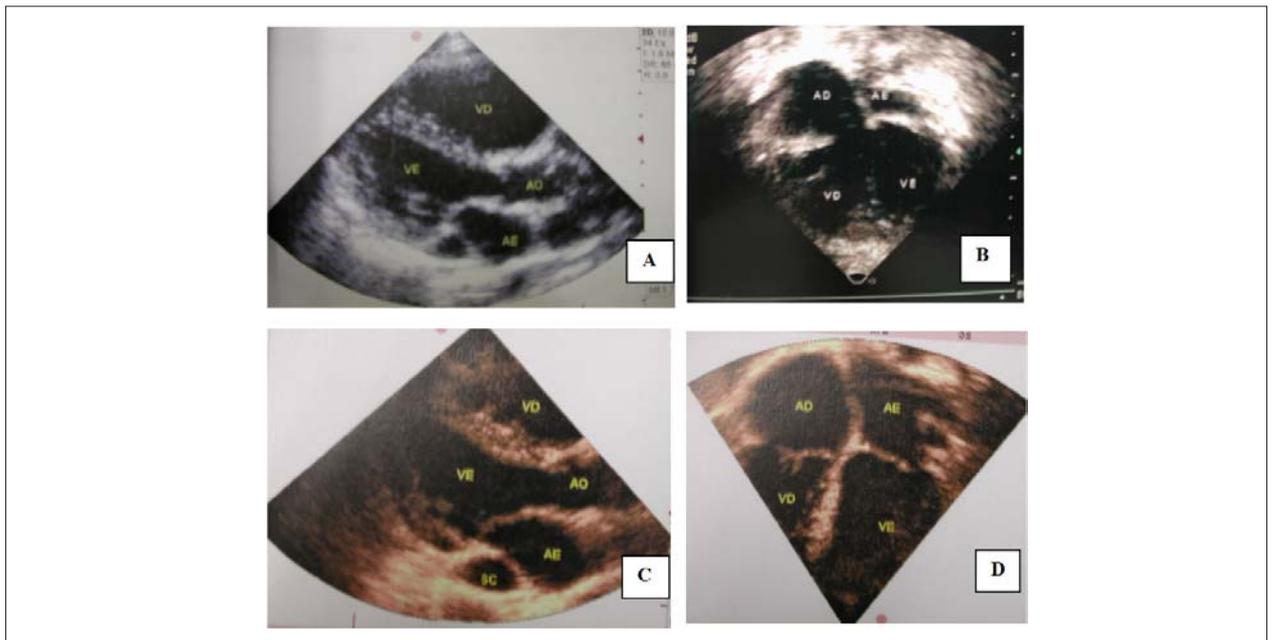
O ecocardiograma mostra aumento das cavidades direitas e diminuição das esquerdas, principalmente do átrio esquerdo, em período pré-operatório em corte longitudinal paraesternal em A e em corte apical de quatro câmaras em B. Salienta-se nas imagens em C e D, oito meses após a operação, regularização das cavidades. AD - átrio direito, AE - átrio esquerdo, Ao - aorta, SC - seio coronário, VD - ventrículo direito, VE - ventrículo esquerdo.
